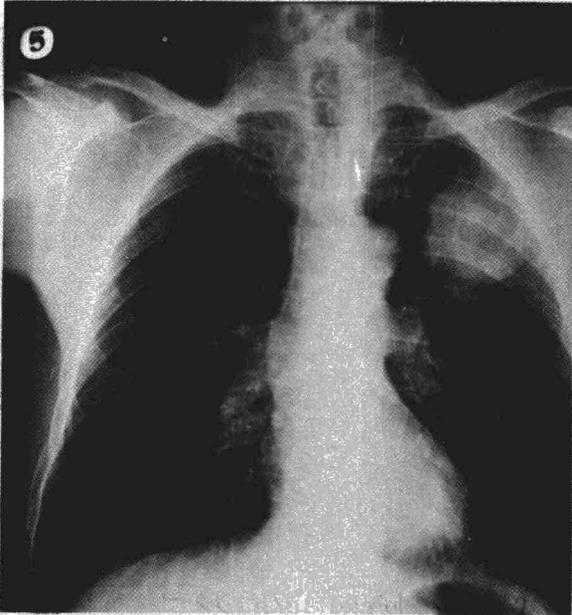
Radiografía PA de tórax: Imagen tumoral redondeada en campo infraclavicular izquierdo.
